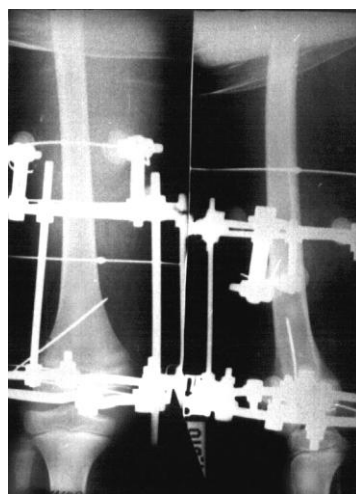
Рентгенограммы левого бедра больной О., 7 лет, после произведенного чрескостного остеосинтеза.
